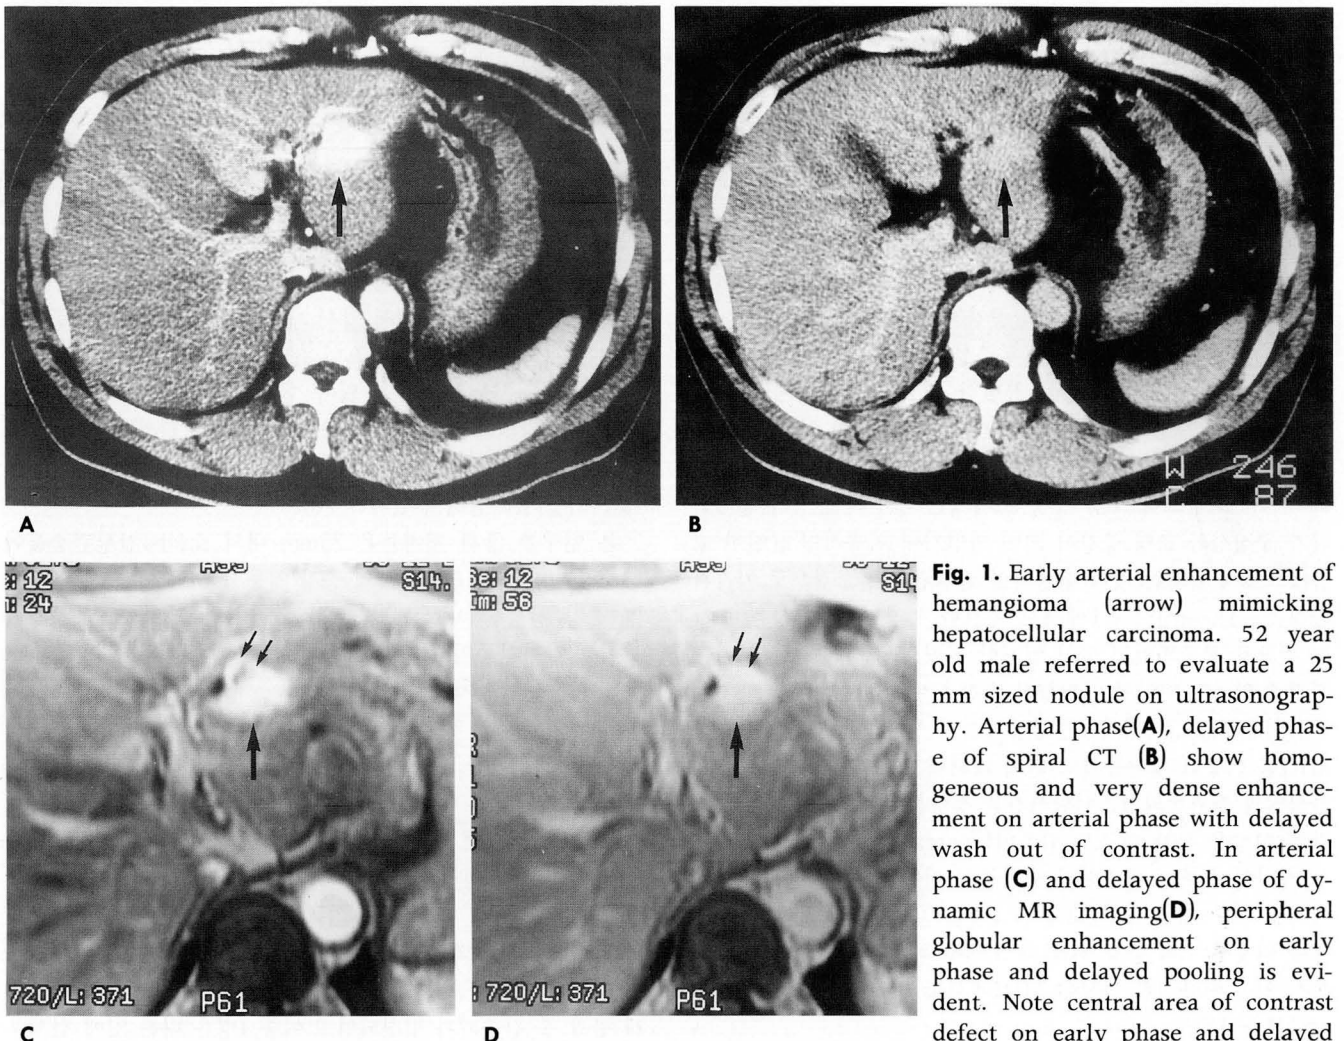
Early arterial enhancement of hemangioma (arrow) mimicking hepatocellular carcinoma. 52 year old male referred to evaluate a 25 mm sized nodule on ultrasonography. Arterial phase(A), delayed phase of spiral CT (B) show homogeneous and very dense enhancement on arterial phase with delayed wash out of contrast. In arterial phase (C) and delayed phase of dynamic MR imaging(D), peripheral globular enhancement on early phase and delayed pooling is evident. Note central area of contrast defect on early phase and delayed fill-in(small arrows). Follow up spiral CT after 6 months showed similar findings without interval changes.
